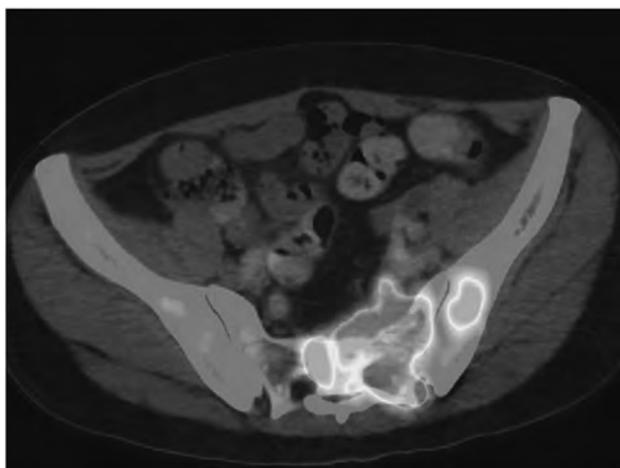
仙骨に SUVmax17.06 の FDG 集積を認めるなど腸骨や右大腿骨などに多発骨転移を認めた。
